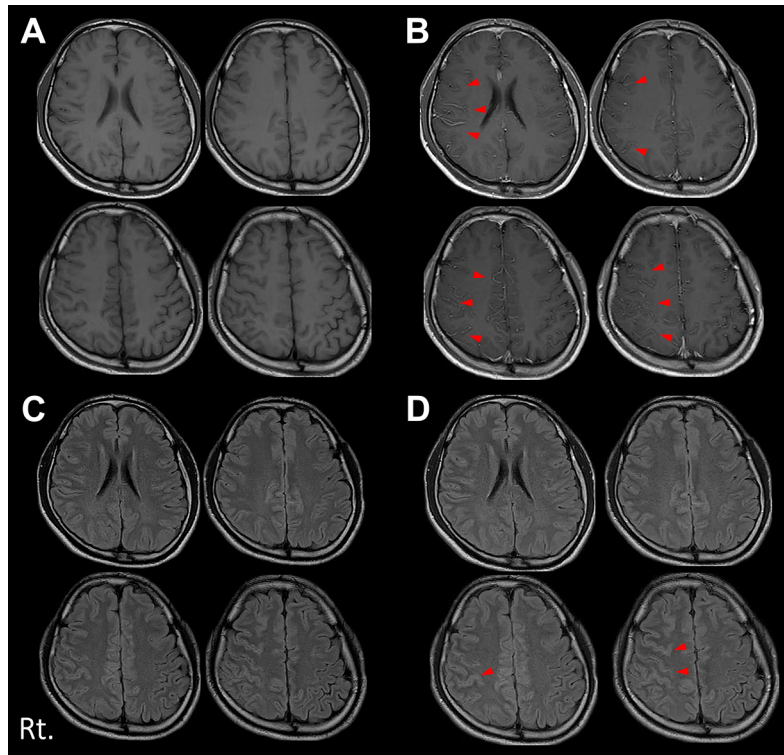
Brain MRI (A: T₁WI; C: FLAIR) and gadolinium-enhanced MRI (B: T₁WI; D: FLAIR) on day 3. Leptomeningeal enhancement (red arrowheads) in the right frontal and parietal cortex was demonstrated on gadolinium-enhanced MRI T₁WI (B) and FLAIR image (D).
